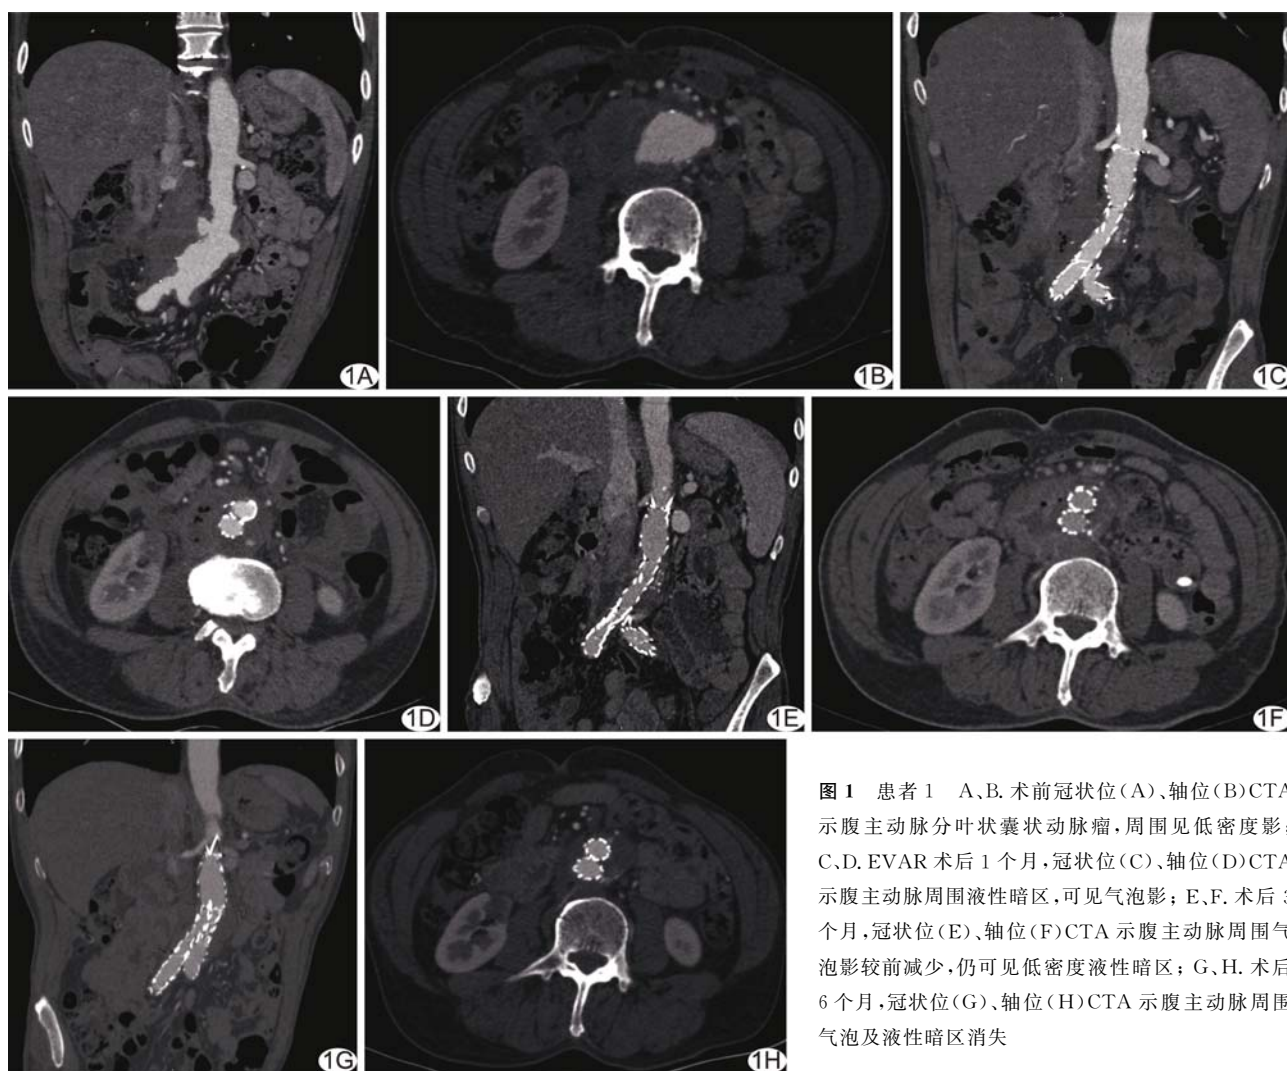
患者 1 A、B. 术前冠状位(A)、轴位(B)CTA 示腹主动脉分叶状囊状动脉瘤,周围见低密度影; C、D. EVAR 术后 1 个月,冠状位(C)、轴位(D)CTA 示腹主动脉周围液性暗区,可见气泡影; E、F. 术后 3 个月,冠状位(E)、轴位(F)CTA 示腹主动脉周围气泡影较前减少,仍可见低密度液性暗区; G、H. 术后 6 个月,冠状位(G)、轴位(H)CTA 示腹主动脉周围气泡及液性暗区消失
